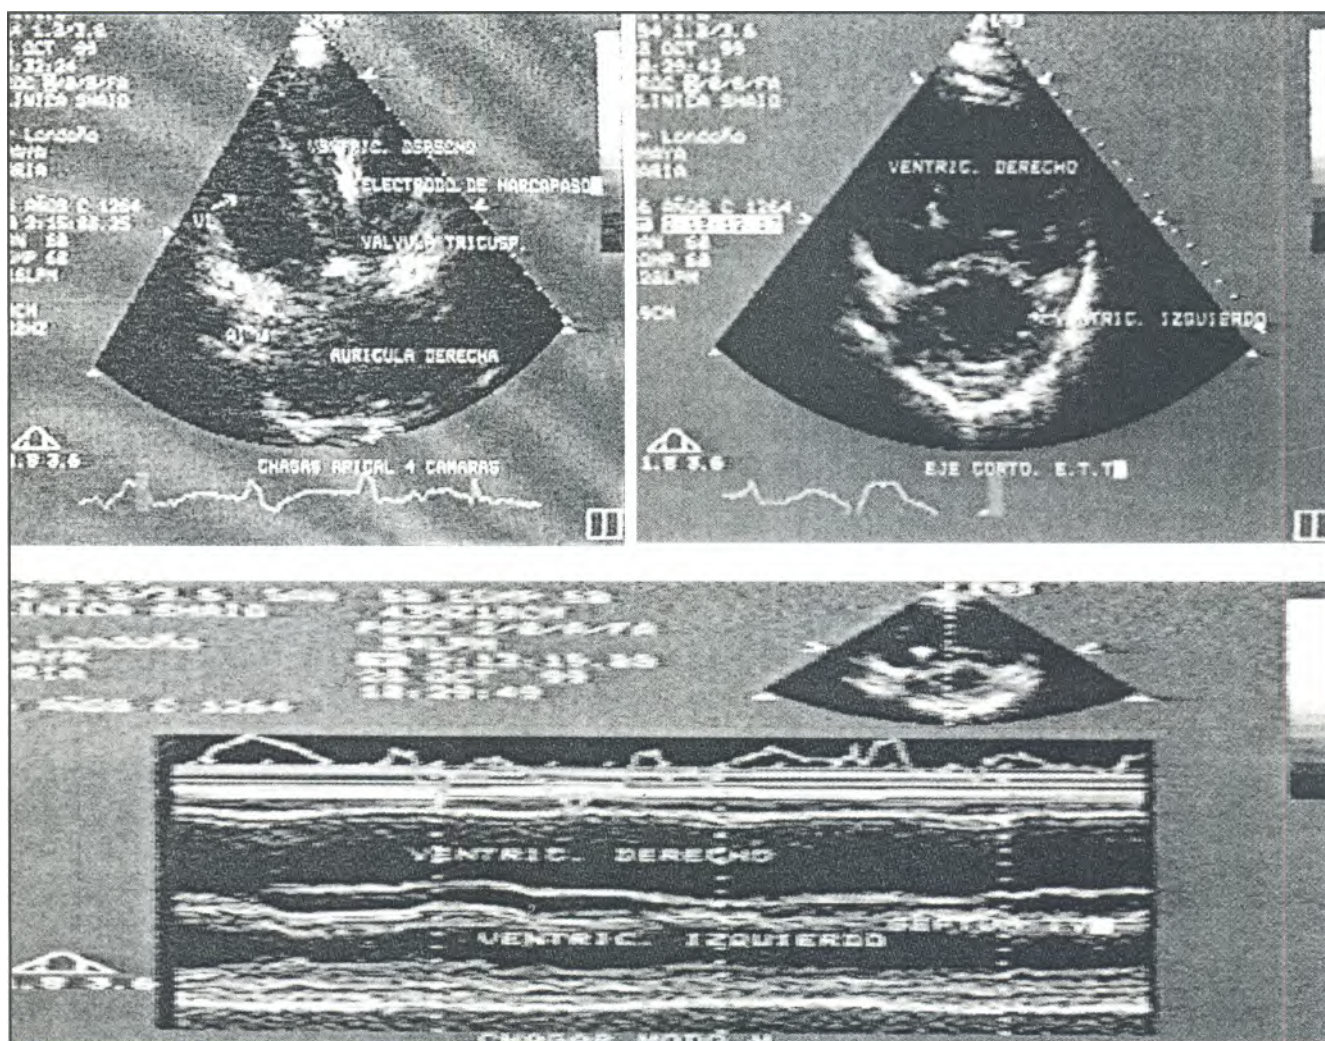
Compromiso aislado del ventrículo derecho que simuló una displasia arritmogénica en una paciente con diagnóstico de cardiopatía chagásica, documentada por ecocardiograma 2-D.
